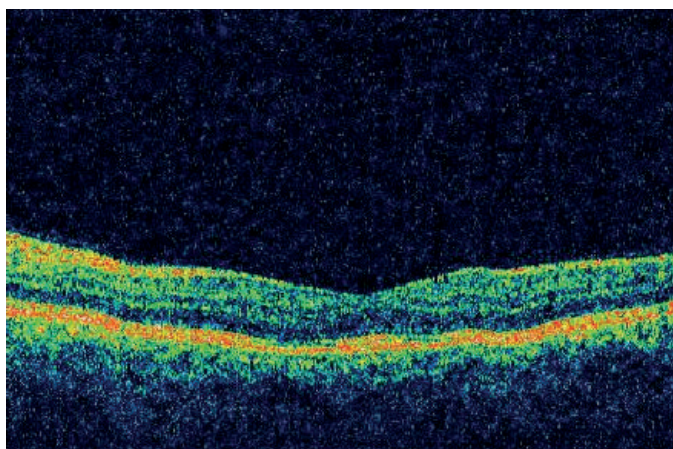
Знімок оптичної когерентної томографії пацієнта з II-ої групи через 1 місяць після інтравітреального введення ранібізумабу
